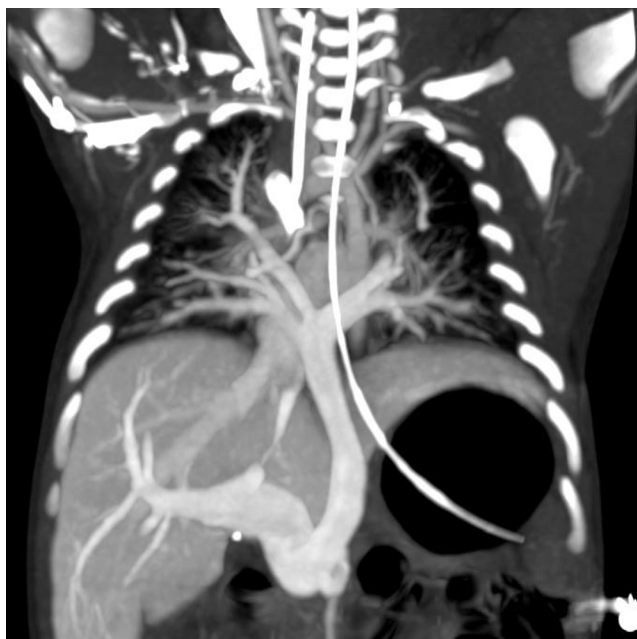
Reconstrucción multiplanar coronal de tomografía axial computarizada de tórax.
